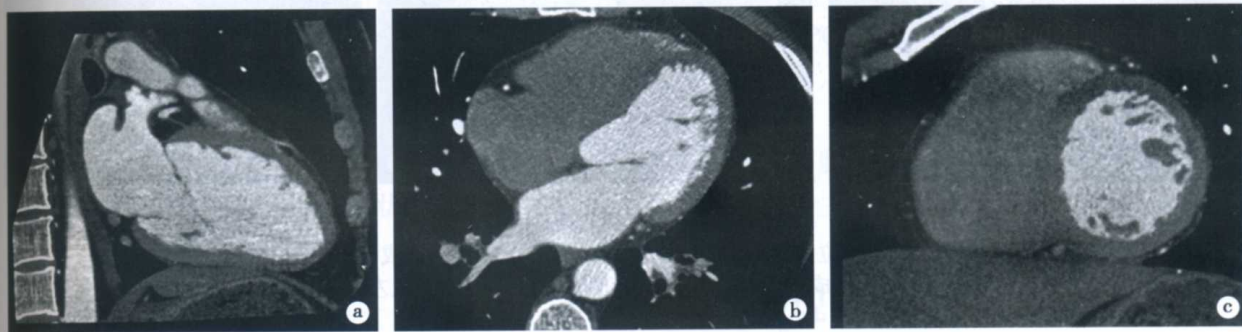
正常心脏长、短轴位(CTA 检查)
